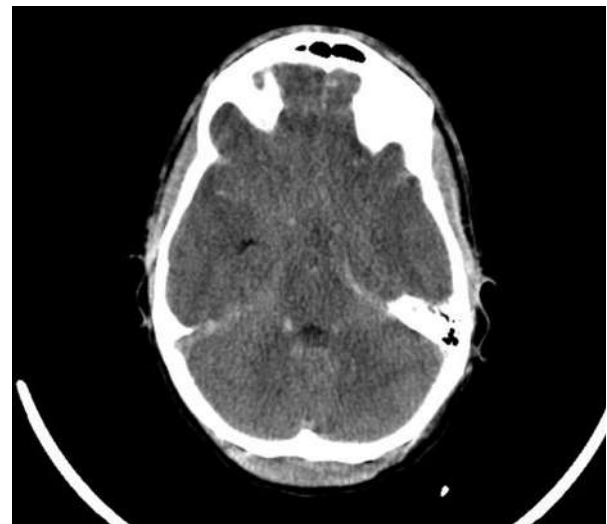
TC craneal inicial: hemorragia subaracnoidea y focos hemorrágicos cerebelosos derechos.
